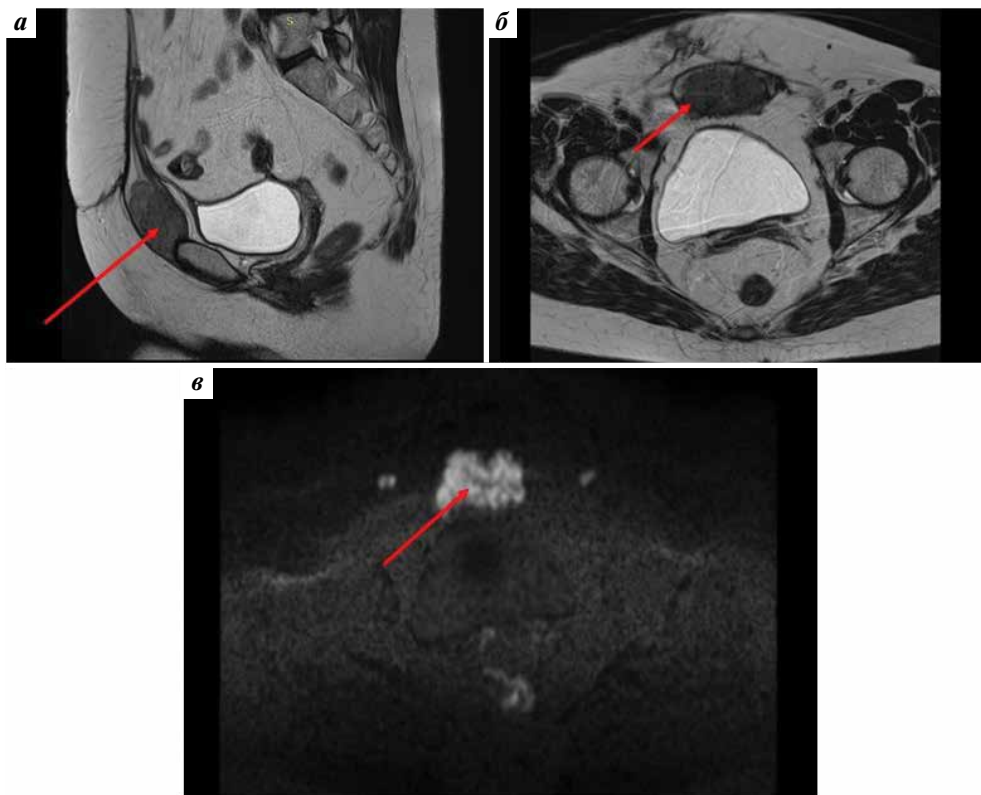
Магнитно-резонансные томограммы. Опухоль передней брюшной стенки (указана стрелками): а – сагиттальная проекция, T2-режим; б – аксиальная проекция, T2-режим; в – аксиальная проекция, DWI-режим
